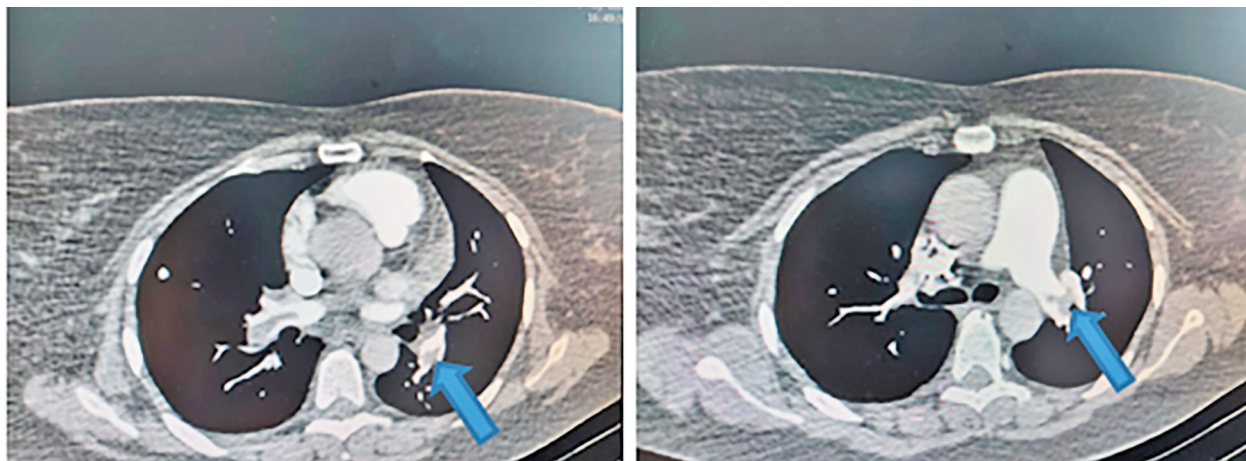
Результаты контрольных КТ-скана (стрелкой показан дефект наполнения тромботическими массами)
